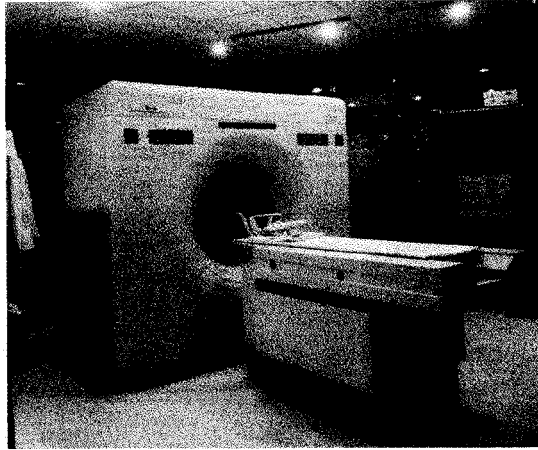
Elscint CT-Twin
